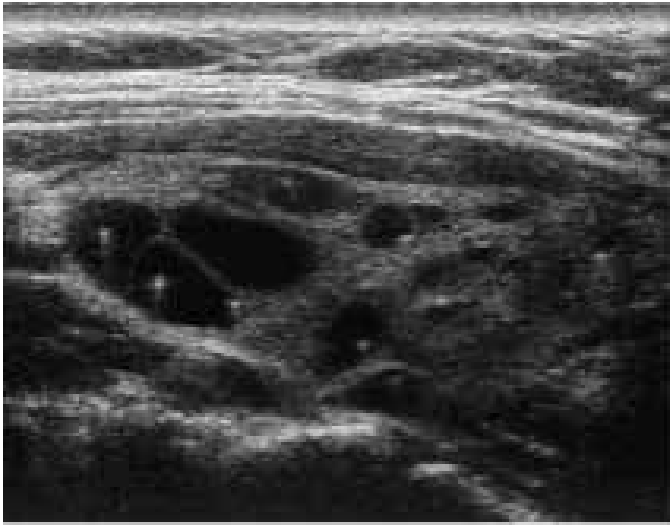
Ultrassonografia de uma mulher de 50 anos com cistos coloides demonstrando vários cistos com artefatos interno formando reverberação.<sup>4</sup>
